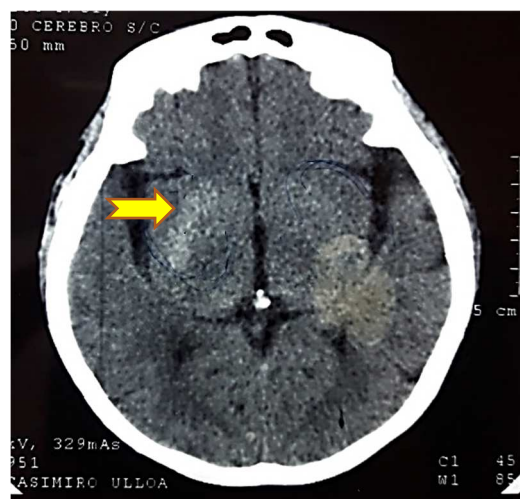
RM Cerebro S/C en secuencia T1: Presencia de zonas de microisquemia a nivel del núcleo lenticular derecho (flecha)
